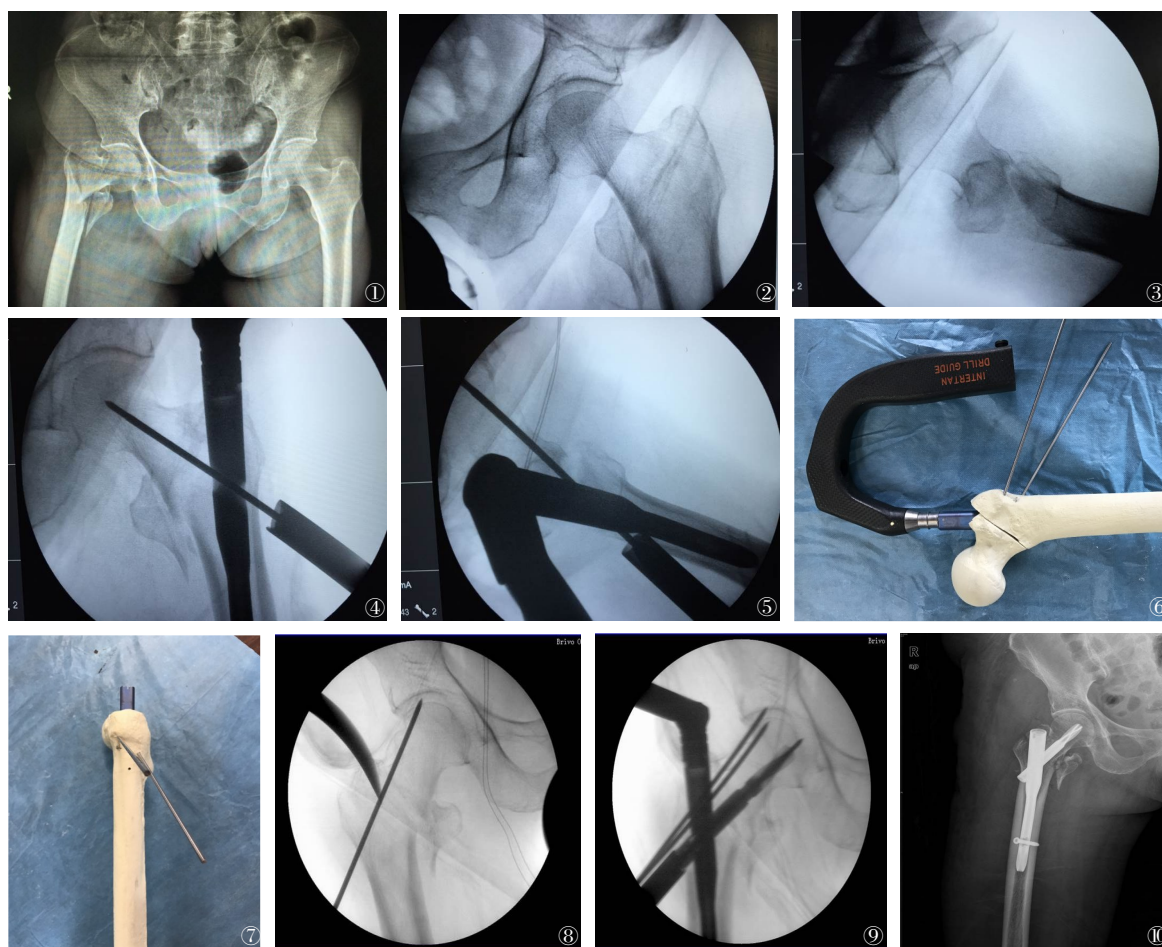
女性,81岁,摔伤,术前骨盆平片检查,提示右侧股骨转子间骨折 图2~5 男性,83岁,摔伤致左侧股骨转子间骨折。图2~3 后正位X线片及后侧位X线片显示,牵引床上牵引复位获得满意的一期复位质量;图4~5 正位X线片及侧位X线片显示术中置钉时断端发生移位,出现二次复位丢失 图6~10 男性,80岁,摔伤导致右侧转子间骨折,克氏针辅助下完成置钉。图6 克氏针固定前后方、置钉正位简图;图7 克氏针固定前后方、置钉侧位简图;图8 术中克氏针临时固定前方后开口;图9 术中克氏针固定前方、后方后置钉,断端未发生移位;图10 患者术后1月复查X线片,骨折断端未发生移位,内固定位置良好
